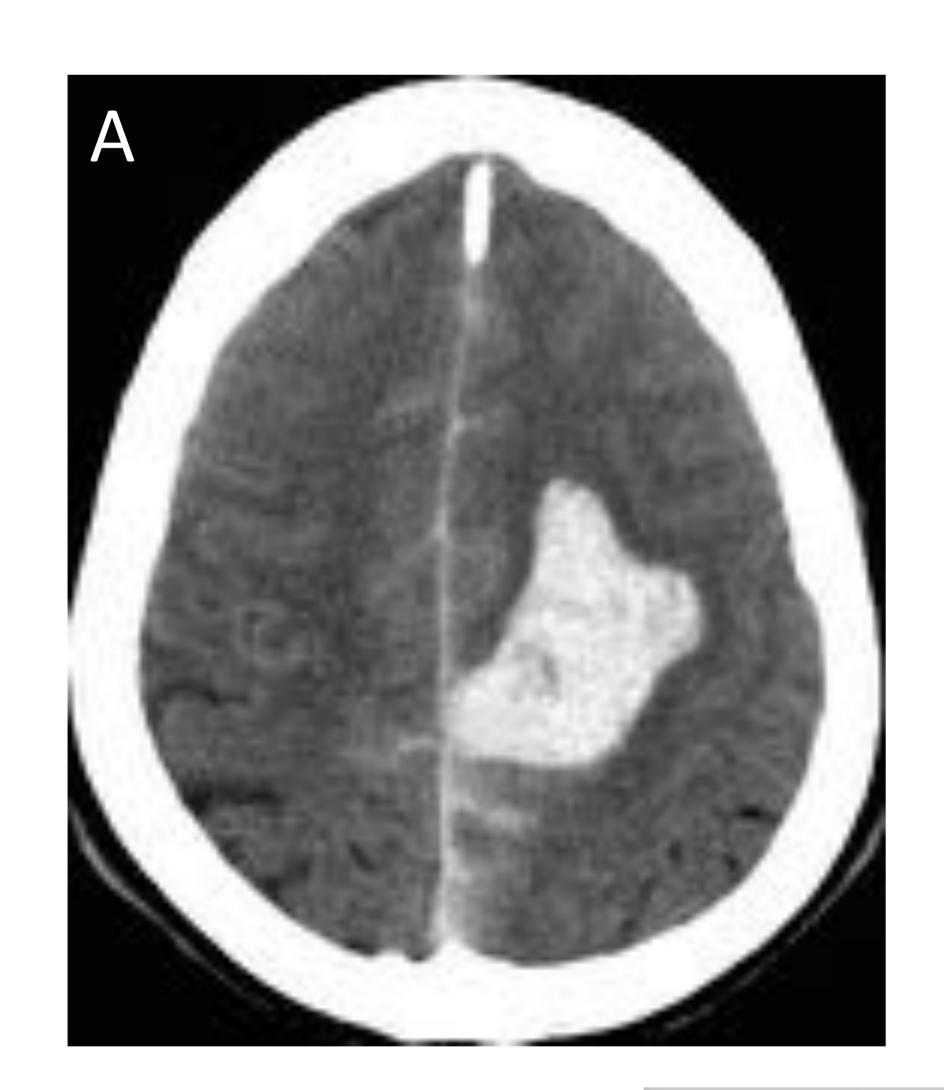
A) Varón de 37 años que presenta cefalea brusca con hemiparesia derecha y disminución del nivel de conciencia. Corte axial de CT sin CIV muestra hemorragia aguda intraparenquimatosa frontoparietal parasagital izquierda, adyacente a seno longitudinal superior. Asocia HSA en surcos de la convexidad. B) Proyección sagital de imagen MIP de angio CT muestra hallazgos compatibles con fístula arteriovenosa con aporte arterial dependiente de arterias meningeas y drenaje directo a vena pial dilatada, con aneurisma venoso (flecha), adyacente al hematoma intraparenquimatoso, siendo el foco de sangrado. C) Angiografía de carótida externa derecha confirma fístula dural tipo III (clasificación de Merland) adyacente a seno longitudinal superior, a nivel frontoparietal izquierdo. Irrigada por arterias meningeas medias (flecha negra) de ambas carotidas externas, drena directamente en vena pial (cabeza de flecha), la cual presenta un gran aneurisma venoso (flecha larga). Posteriormente se embolizó.
